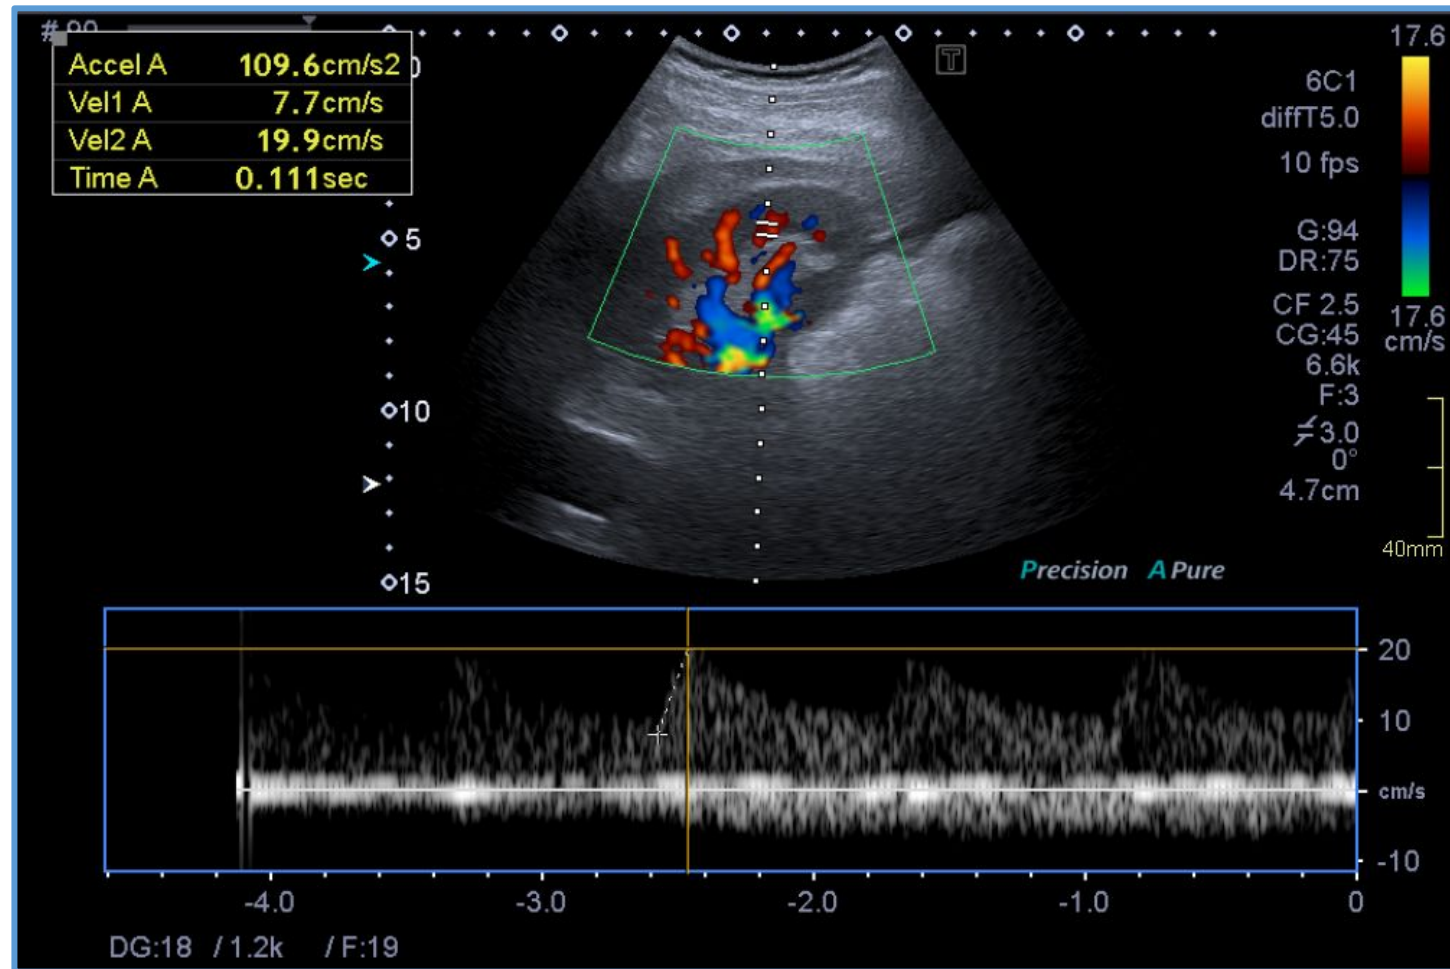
Paciente varón de 54 años con hipertensión refractaria. Ecografía Doppler. Riñón derecho. Las arterias arcuatas e interlobares muestran una disminución del pico sistólico inicial, con un índice de aceleración inferior a 300 cm/s, lo que sugiere una estenosis proximal de la arteria renal derecha.
